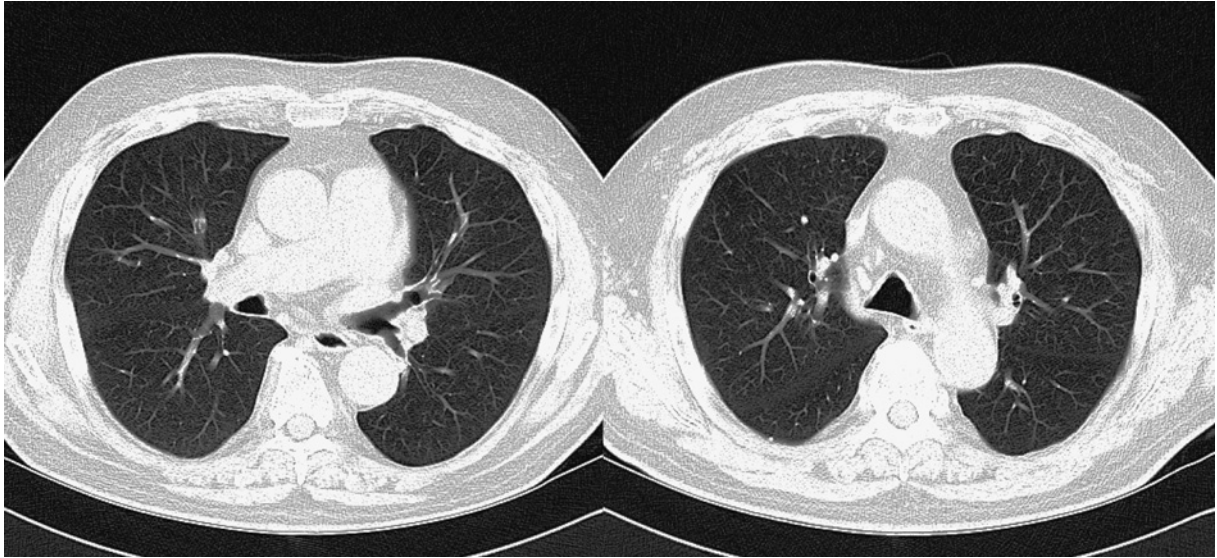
Post-treatment CT images revealed a complete response to chemotherapy.
